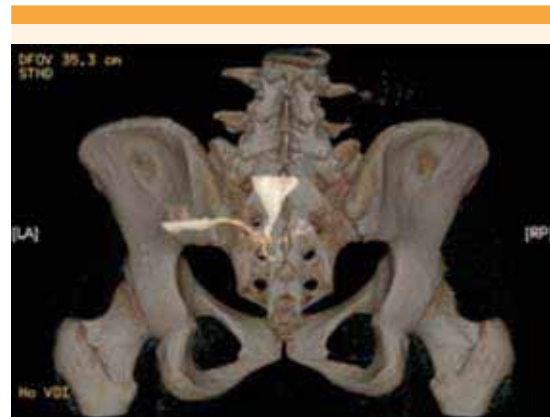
Tomografía 3D, corte PA, con trayecto fistuloso útero-cutáneo.
